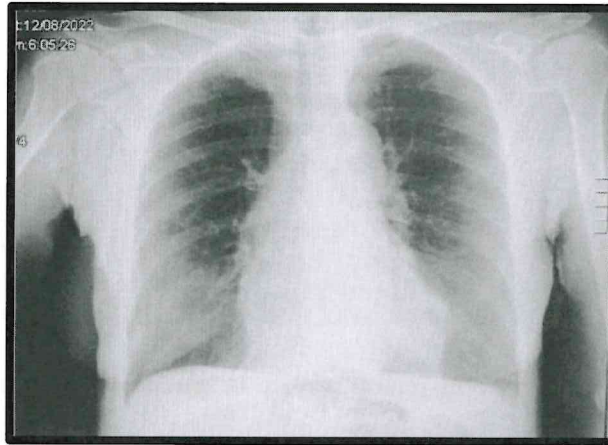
Radiografía de tórax a su llegada a Urgencias en la que no se observan claros infiltrados intersticiales.
